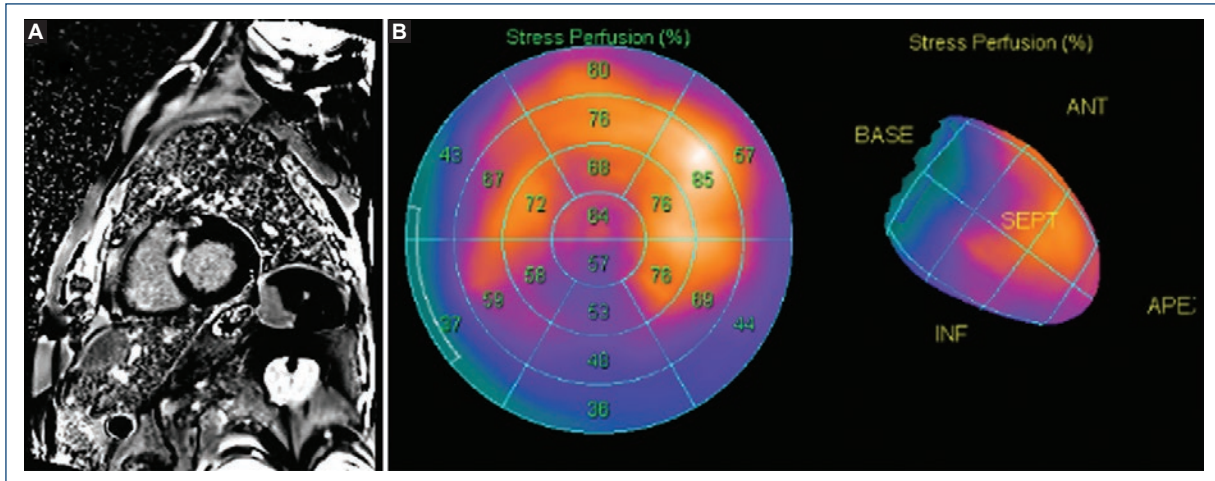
A: resonancia magnética cardíaca en secuencia de realce tardío de gadolinio con área de realce tardío intramiocárdico en la zona del tabique interventricular. B: tomografía por emisión de fotón único de perfusión miocárdica con ⁹⁹Tc Myoview® tras estímulo con regadenosón en la que se evidenció una dudosa isquemia inferior, de intensidad ligera.
